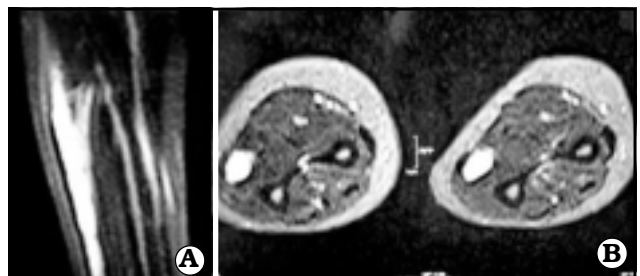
IRM con contraste de antebrazo izquierdo que evidencia engrosamiento del nervio ulnar.
